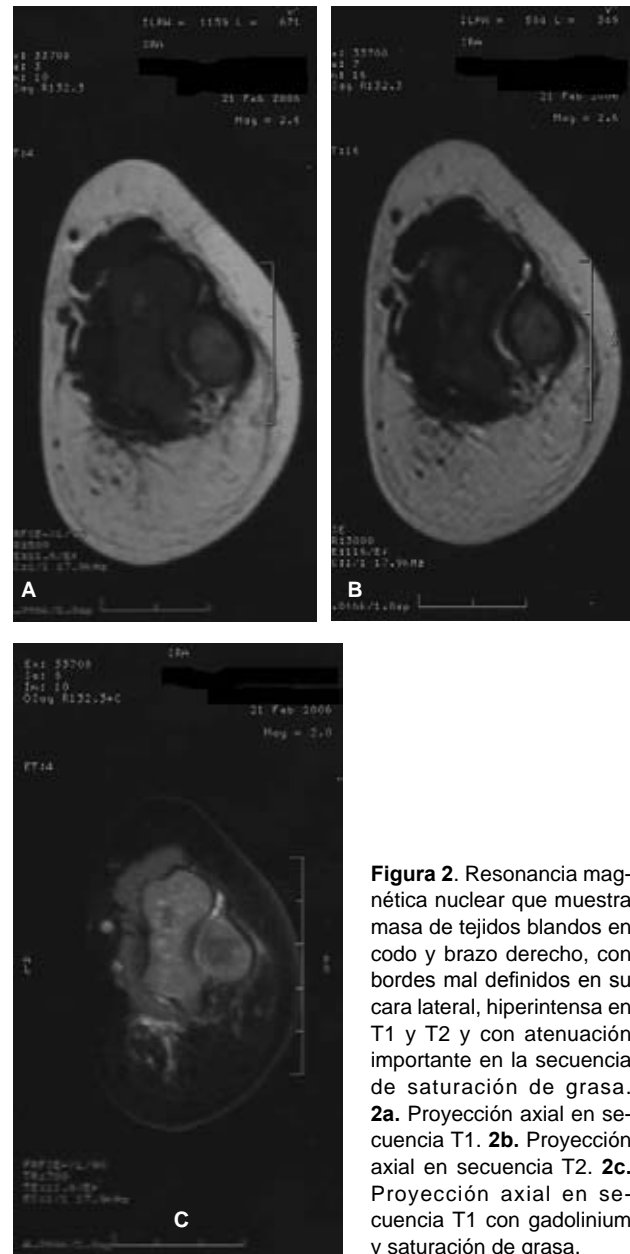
Resonancia magnética nuclear que muestra masa de tejidos blandos en codo y brazo derecho, con bordes mal definidos en su cara lateral, hiperintensa en T1 y T2 y con atenuación importante en la secuencia de saturación de grasa. 2a. Proyección axial en secuencia T1. 2b. Proyección axial en secuencia T2. 2c. Proyección axial en secuencia T1 con gadolinium y saturación de grasa.
